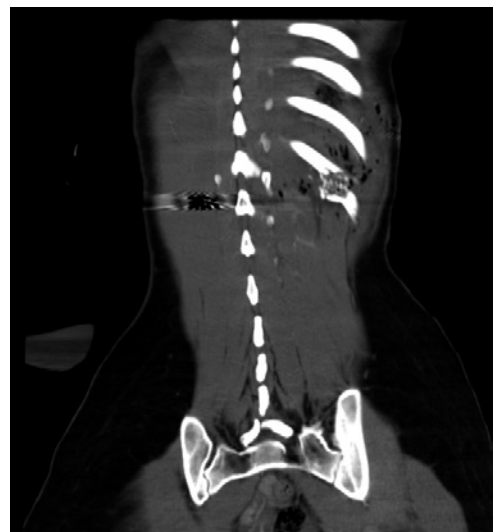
TC DE ABDOMEN COM CONTRASTE EV, CORTE CORONAL, DEMONSTRANDO, POR MEIO DO ENFISEMA SUB-CUTÂNEO, O TRAJETO DO PROJÉTEL NA PACIENTE.
